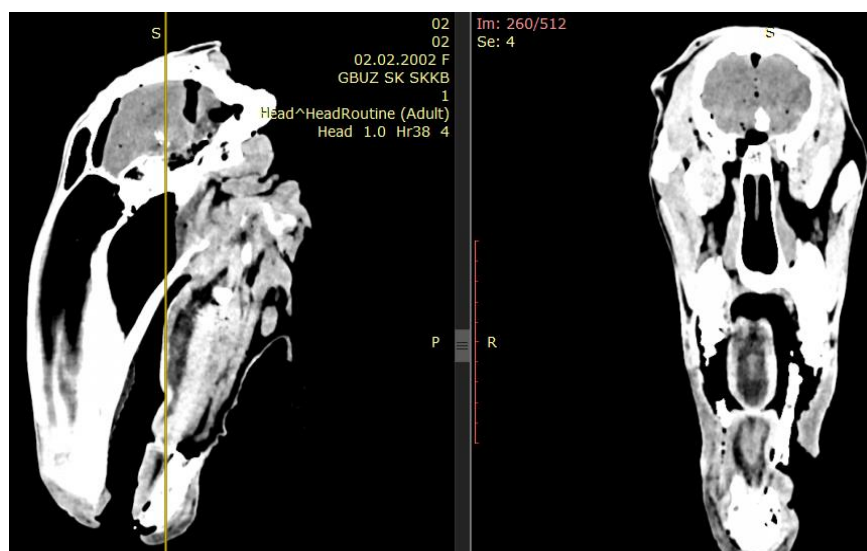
МС КТ (нативные срезы) животное, участвующее в эксперименте, состояние после сегментарной блок-резекции нижней челюсти
